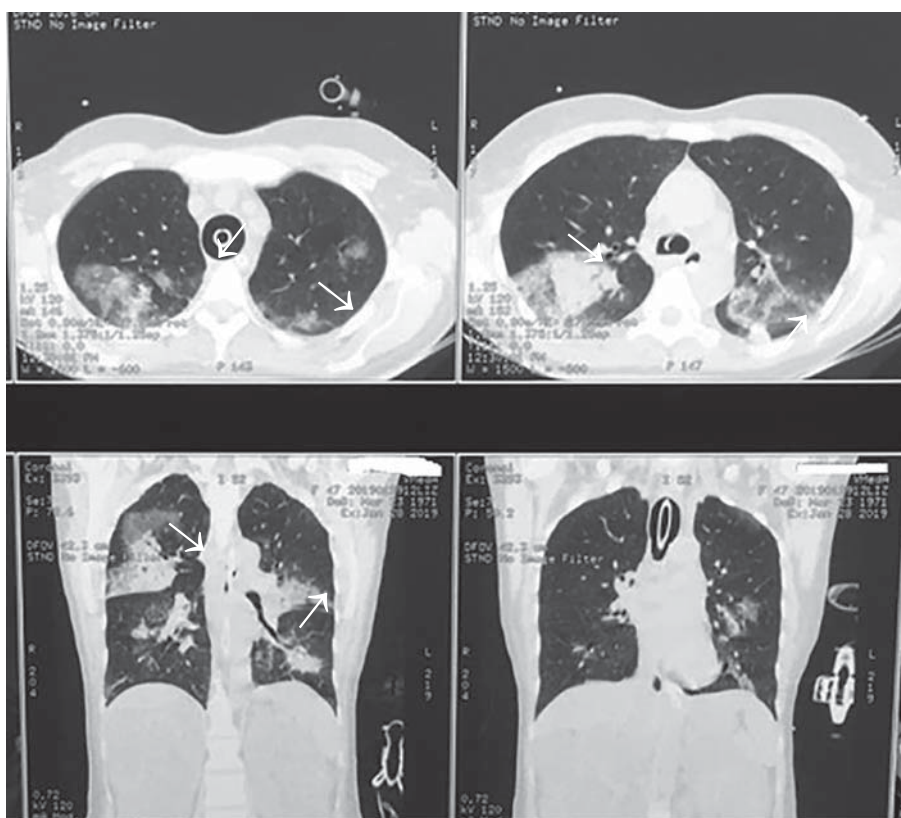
КТ легких. Визуализируется небольшое количество жидкости в плевральных полостях как проявление отёка лёгких
